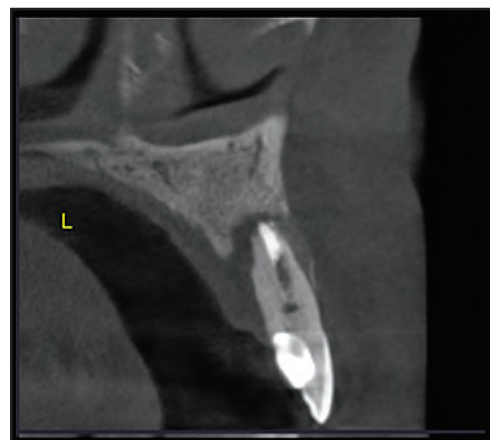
Tomografía CBT lesión apical diente 2.2
